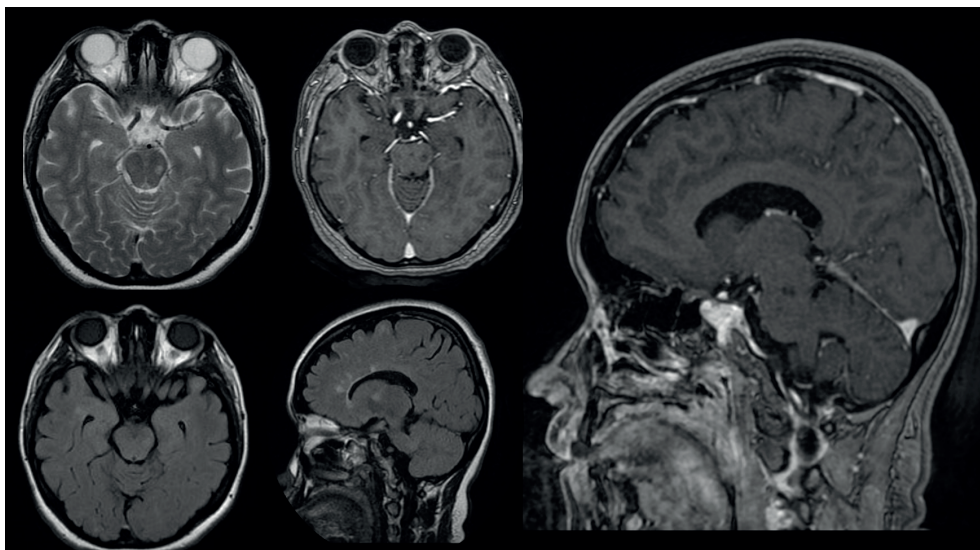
Resonancia magnética cerebral.
